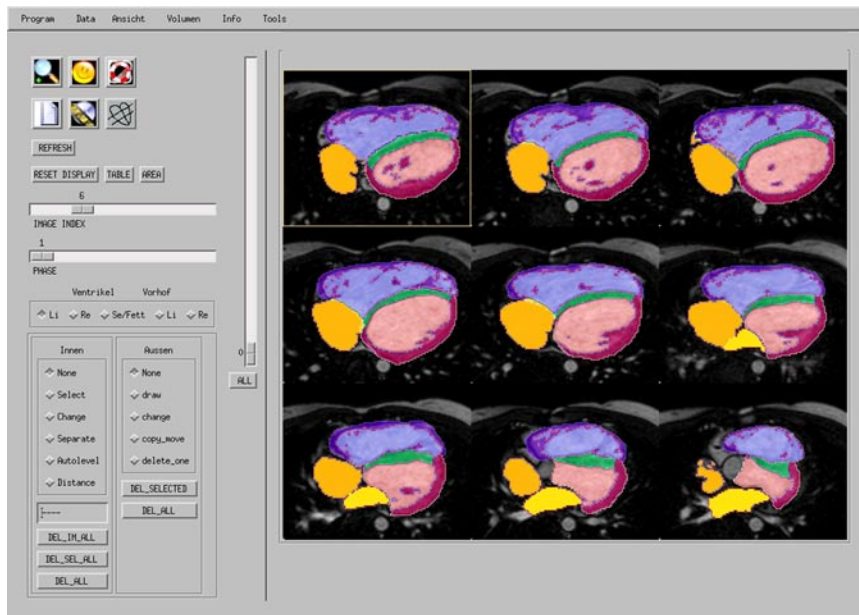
MRT-Auswertung der Ventrikelvolumina und -masse eines Patienten mit korrigierter Fallot-Tetralogie (Software-Entwicklung Dipl. Phys. P. Barth)
